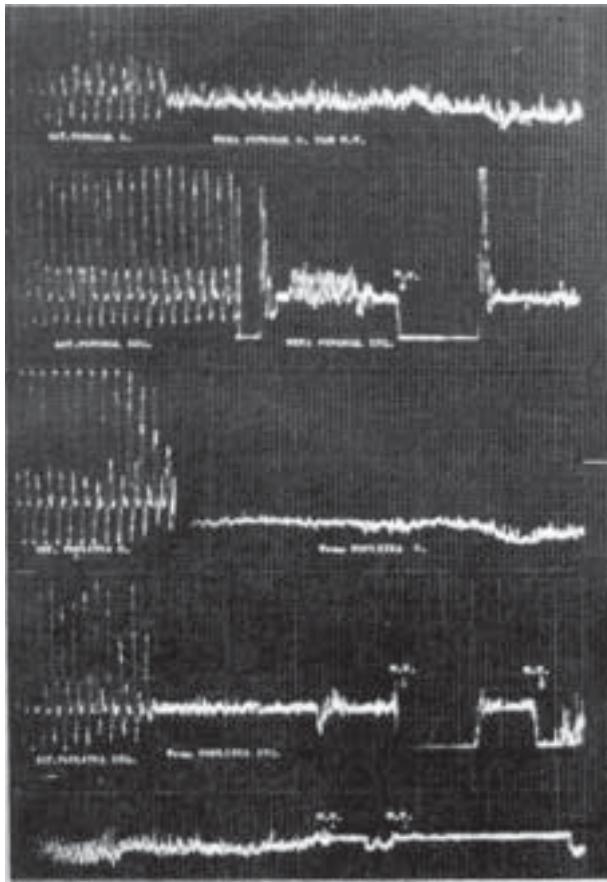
Señal de Doppler patológica a nivel de las venas femoral y poplítea derechas. Se evidencia flujo continuo disminuido que no se modifica con la maniobra de Valsalva.
